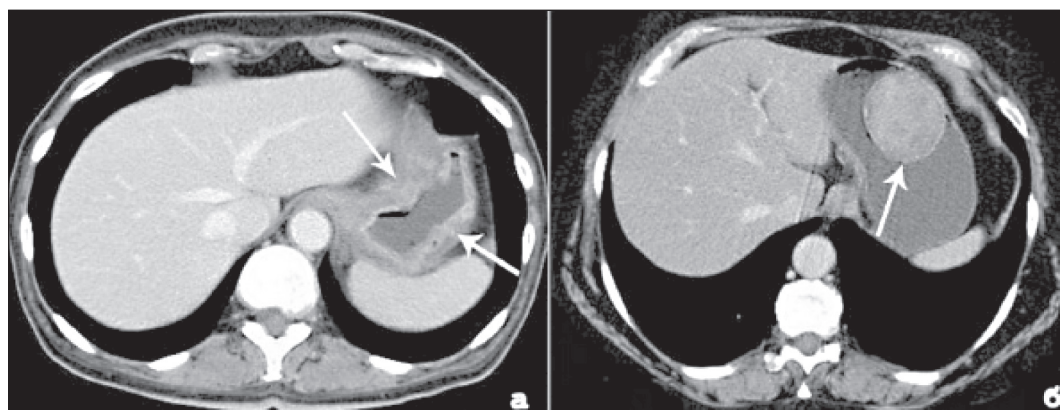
КТ органов брюшной полости. КТ-диагностика неэпителиальных опухолей желудка:
